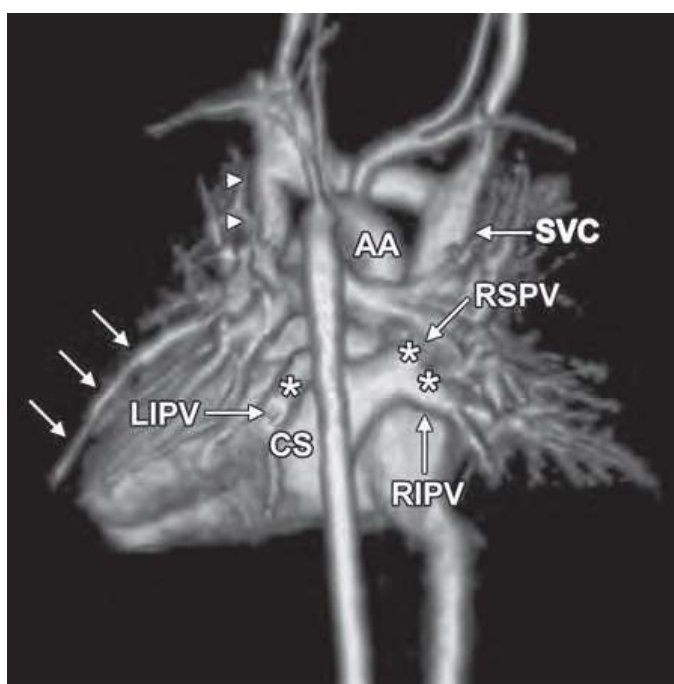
image d'une IRM reconstruite en 3 D montrant un RVPAT mixte (type IV)
